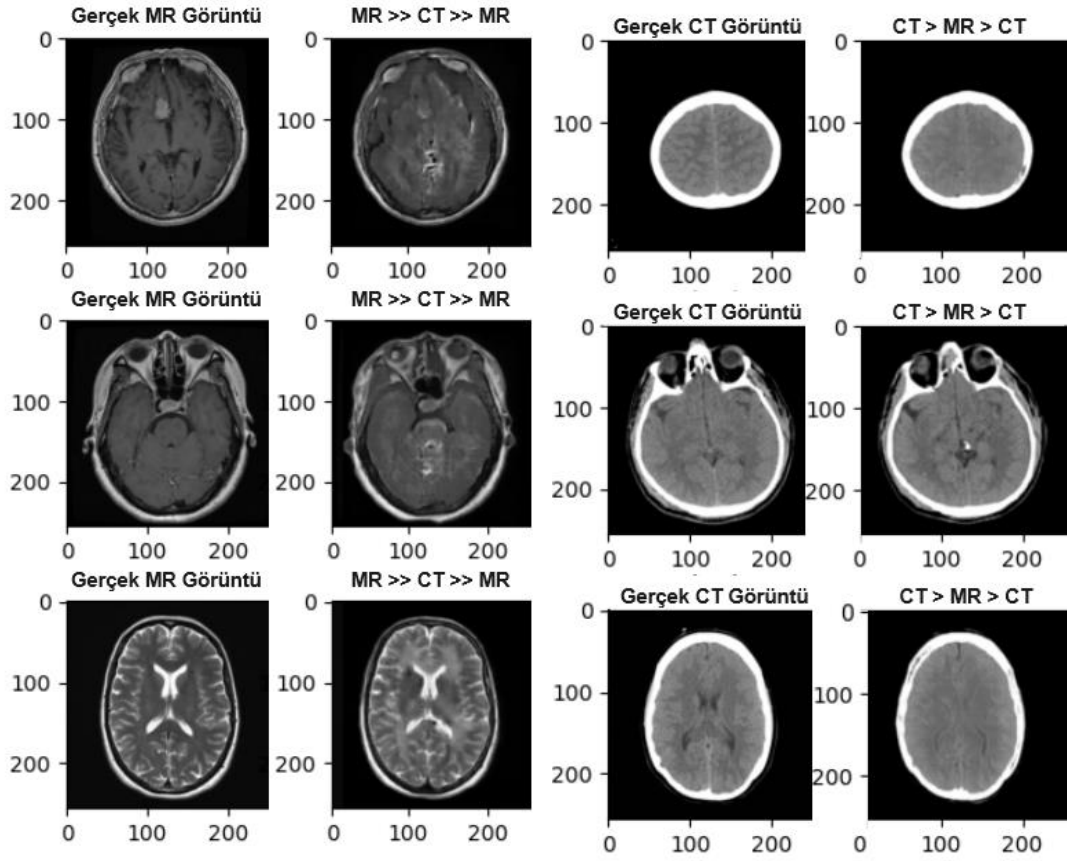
MR-CT-MR dönüşümü
